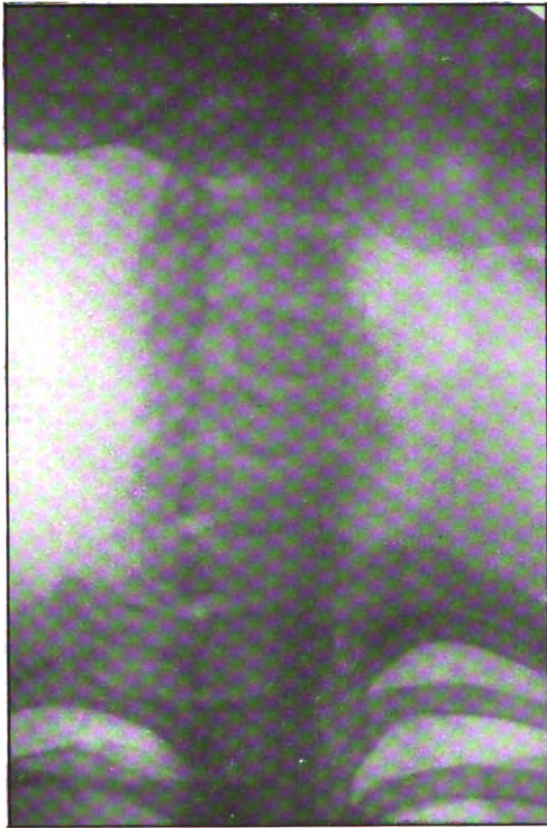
(Radiographie de M. Morel-Kahn.) — *Sujet normal, position antérieure oblique droite.* — La radiographie a été faite dans la même position antérieure oblique droite que pour la fig. 5. Cette position permet d'étudier dans son ensemble toute la colonne cervicale. (Comparer avec les fig. 3 et 3 bis.)
